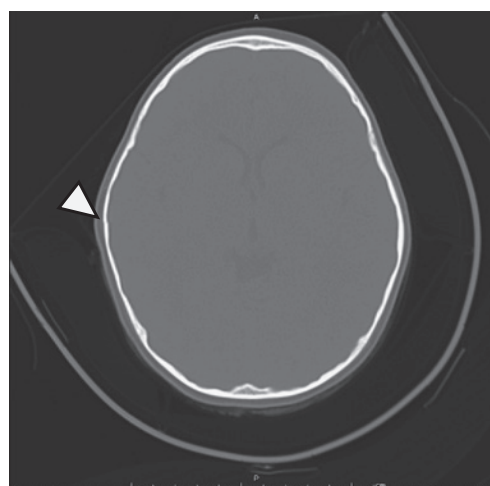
受傷後撮影された頭部単純 CT 写真 (骨条件) (矢印は骨折部位を指している)
